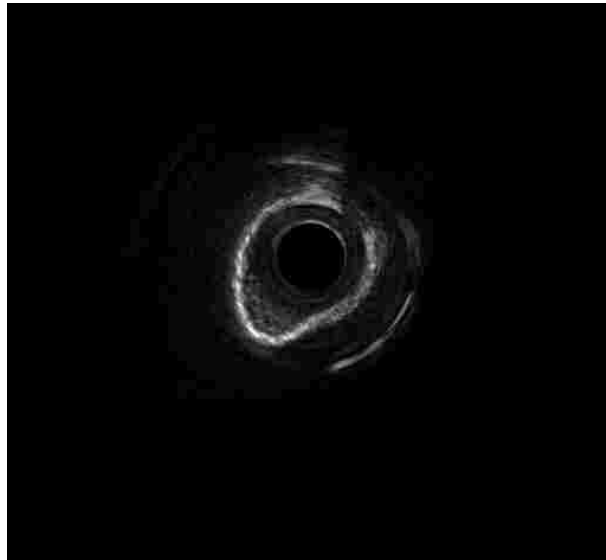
Vaso con placa de calcio imagen de ultrasonido.
